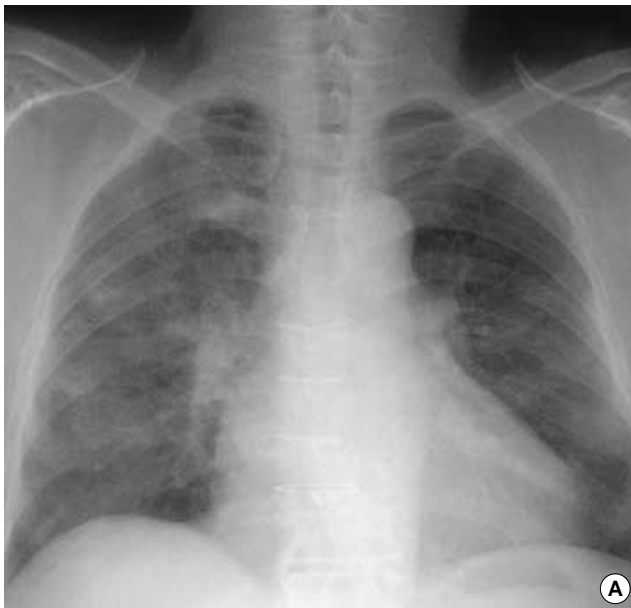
The initial chest radiograph shows multiple air space consolidations bilaterally (A). The high-resolution computed tomography of the lung shows ground-glass opacities, airspace consolidation and interlobular septal thickening bilaterally (B).
